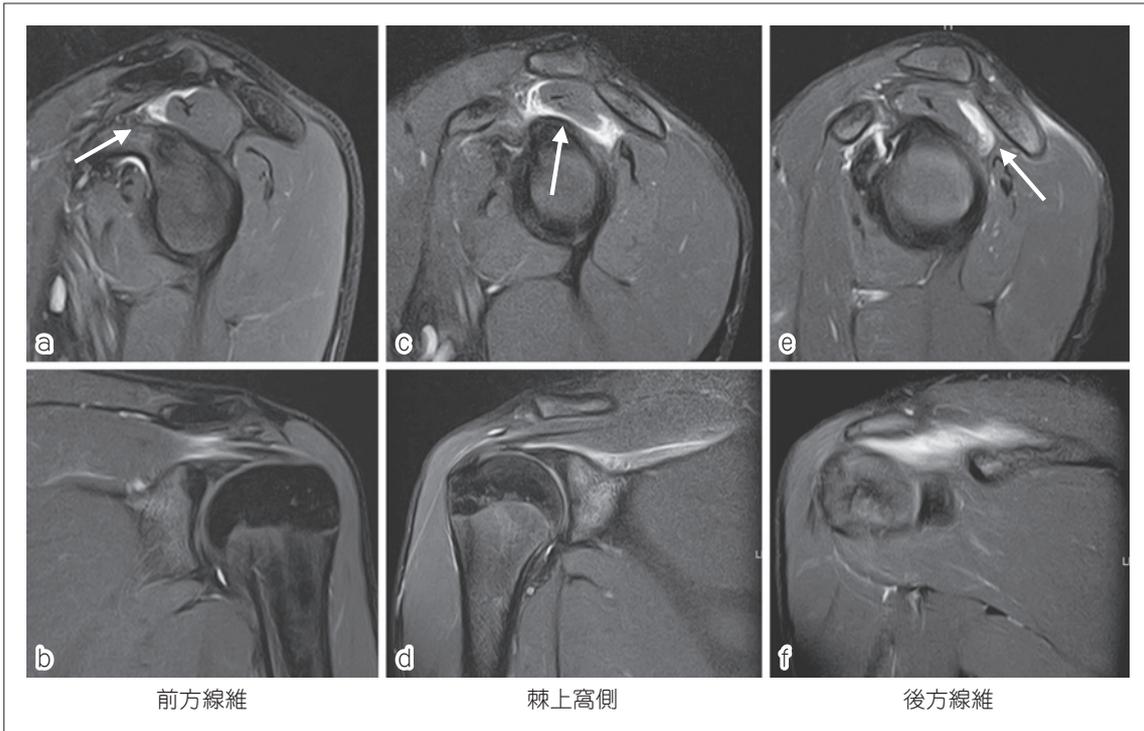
棘上筋肉離れのMRI所見 (STIR 像)
